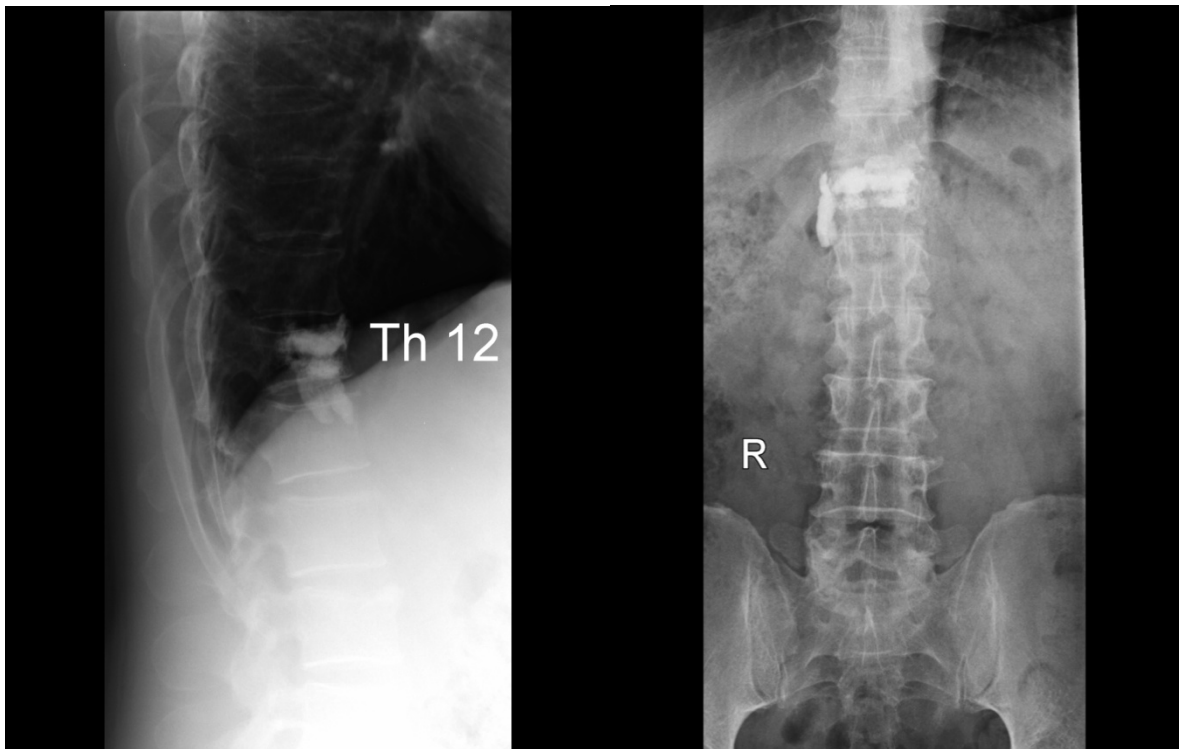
На цифрових рентгенограмах у боковій та прямій проєкціях зображено розповсюдження цементу екстравертебрально під час проведення пункційної вертебропластики тіла Th 12 хребця.
